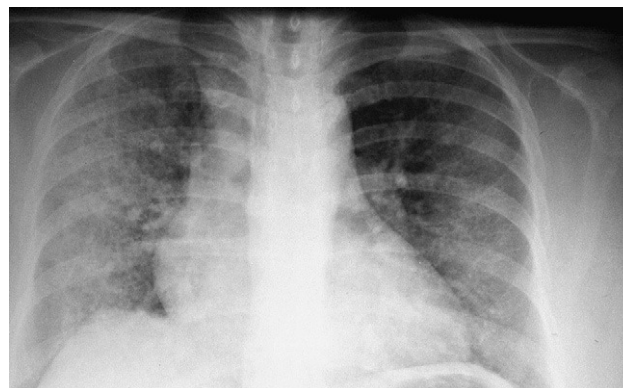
Radiografía de tórax con opacidades heterogéneas bilaterales diseminadas en paciente con diagnóstico de hemorragia alveolar difusa.
